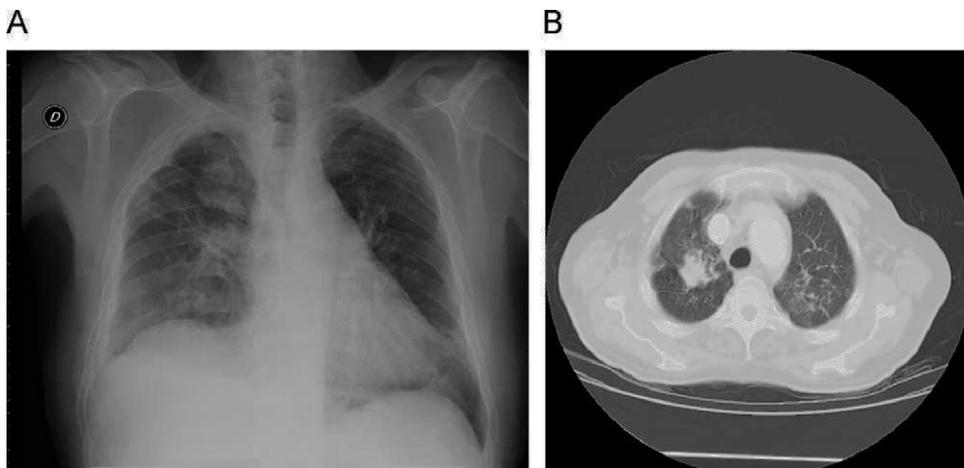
A. Radiografía de tórax: nódulo paratraqueal derecho. B. TAC torácica: detalle de nódulo paratraqueal derecho.
